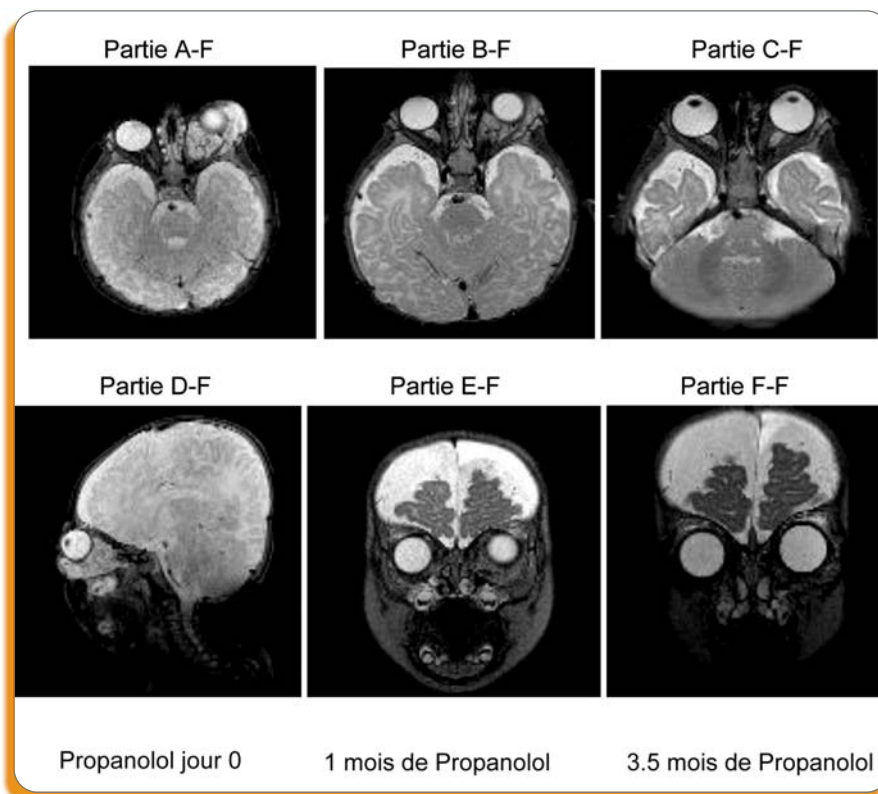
IRM du même patient montrant la régression de l'hémangiome infantile en 3.5 mois de traitement par Propanolol.
